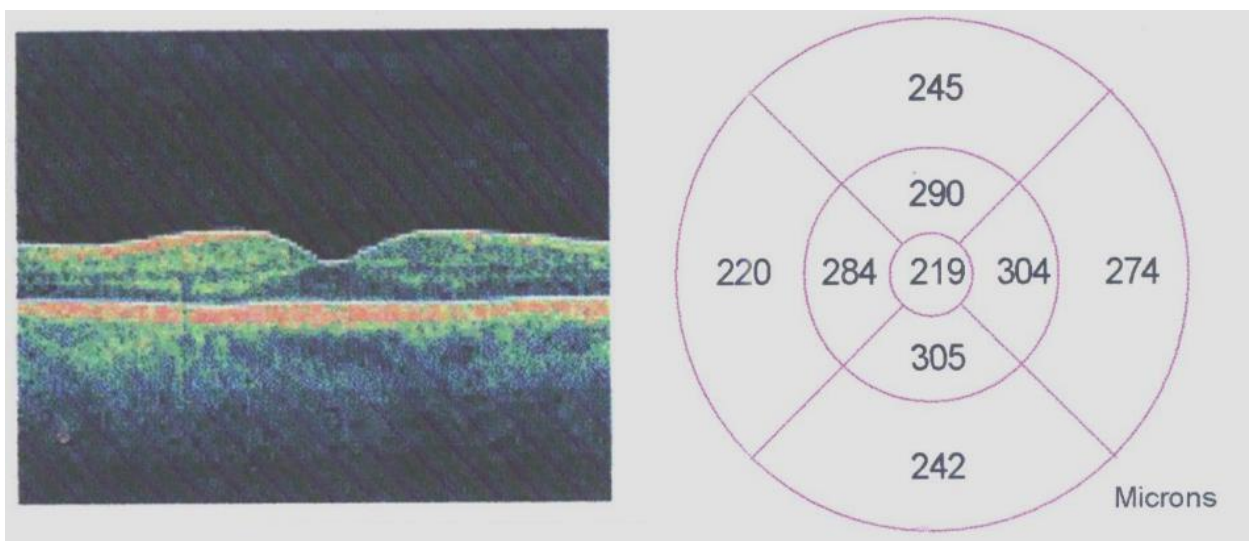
Приклад протоколу оптичної томограми макулярної зони сітківки.
